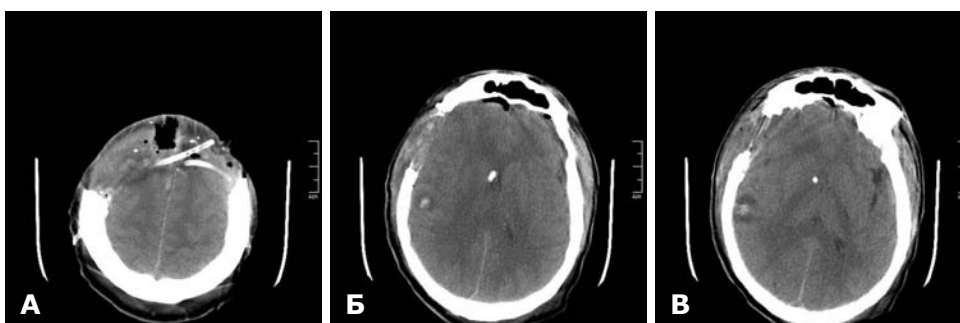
СКТ головного мозку після операції. А — стан після декомпресивної краніектомії. Тіні дренажів припливно-відпливної системи; Б — тінь дренажа в системі шлуночків; В — вогнище забою правої скроневі частки.
